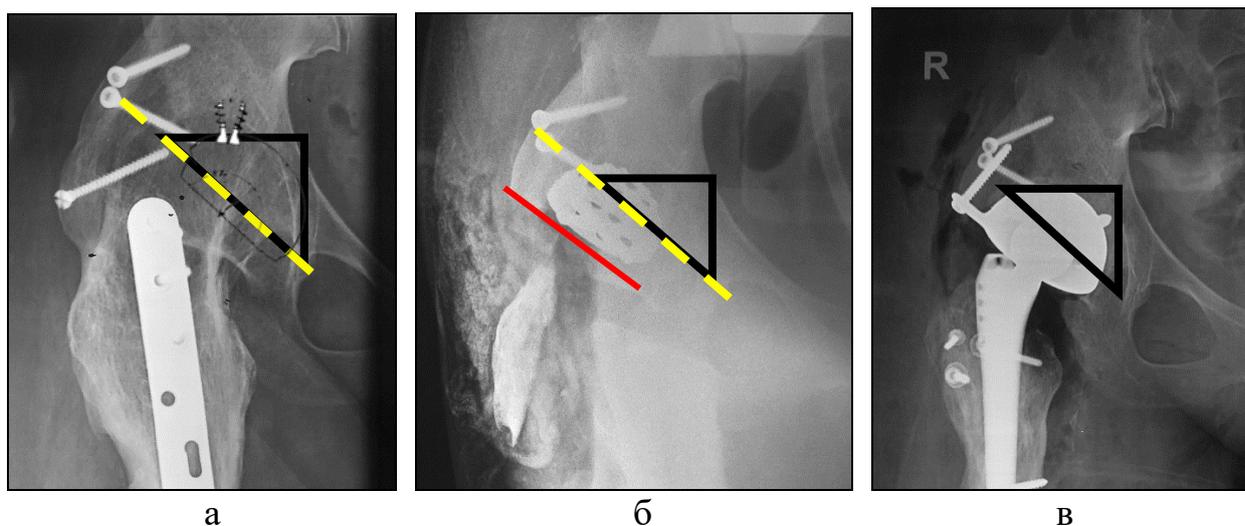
Позиционирование центра ротации с помощью интраоперационного рентгенконтроля: а – рентгенограмма до операции с планируемым местом установки вертлужного компонента и линией остеотомии; б – интраоперационная рентгенограмма (линия остеотомии располагается латеральнее планируемой на 14 мм, фреза располагается выше и латеральнее анатомического центра ротации, произведена корректировка положения с учетом полученных данных); в – рентгенограмма после операции (вертлужный компонент находится максимально близко к истинному центру ротации, офсет увеличен на 10 мм по сравнению с исходным)
